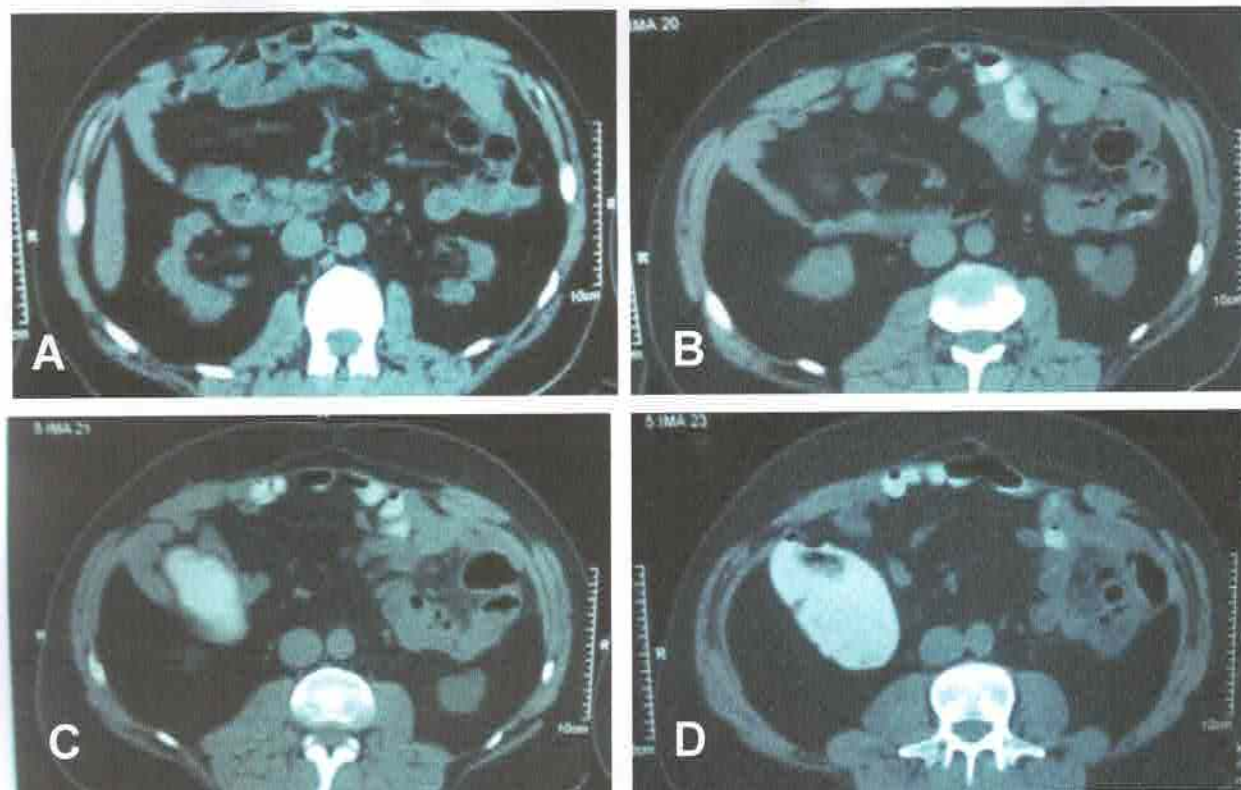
TC de Abdome com contraste retal. Observam-se rins de tamanhos reduzidos indicativos de nefropatia crônica (A). Presença de aglomerado de alças de delgado no quadrante inferior esquerdo do abdome com densificação de gordura e presença de gás fora de alça (B, C e D).
